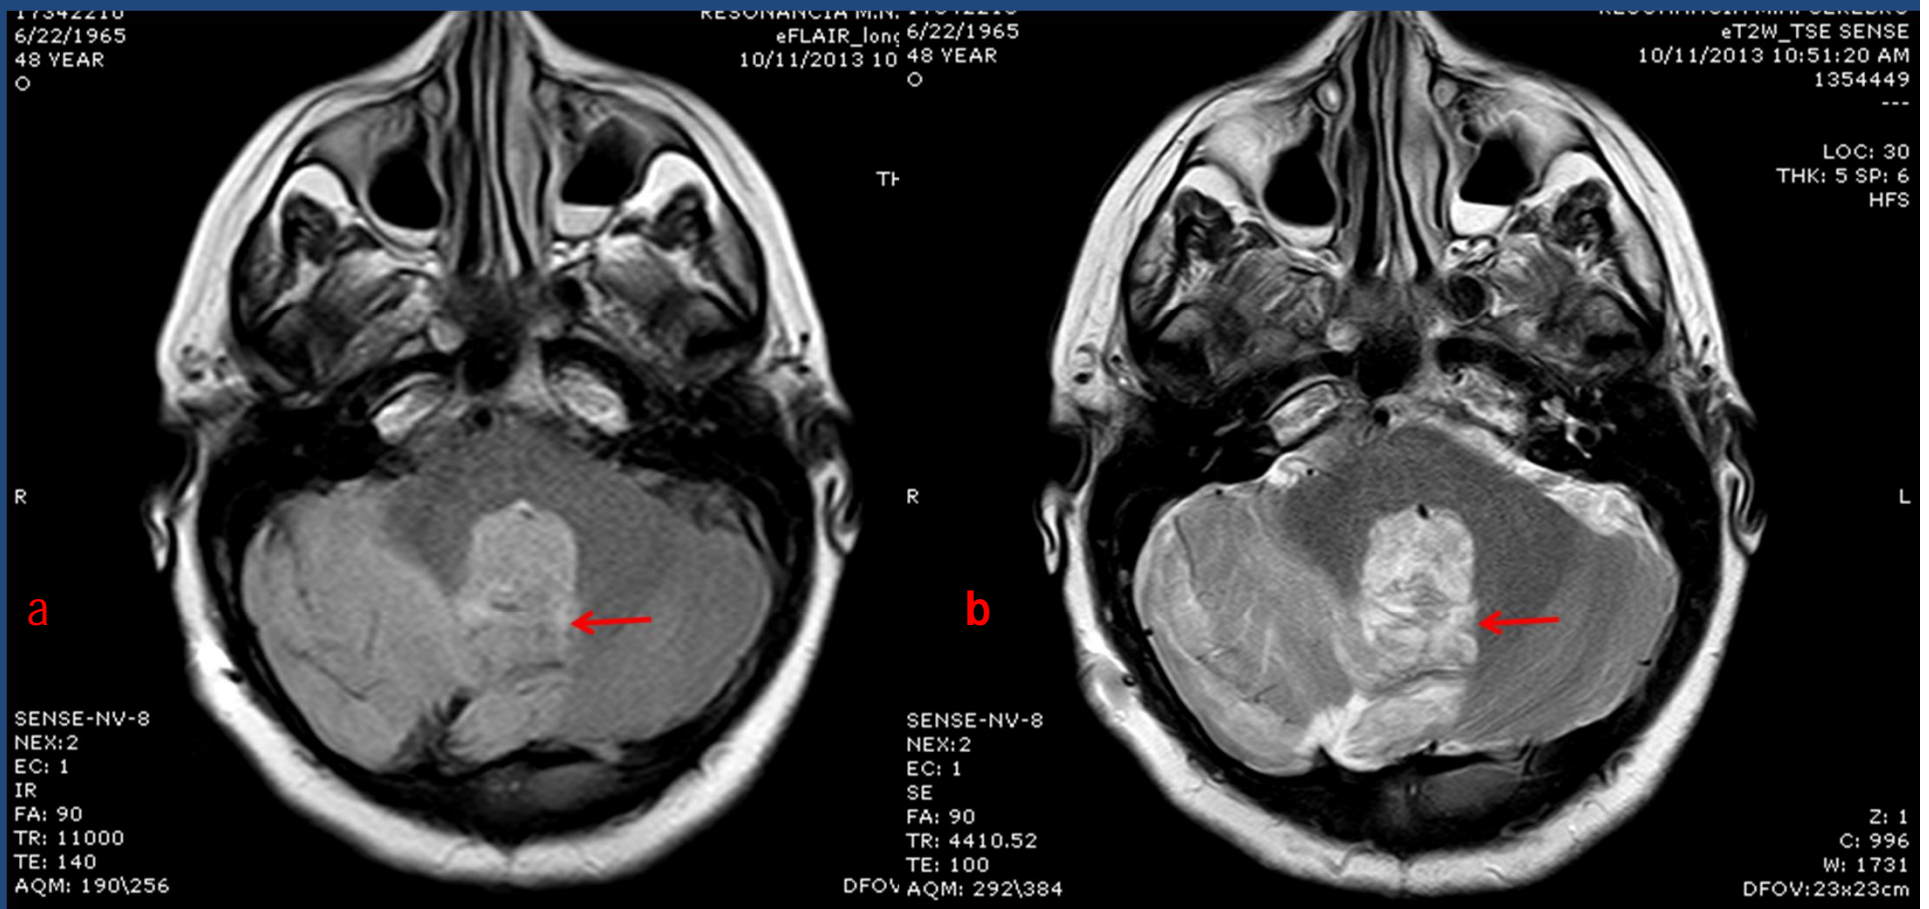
Secuencias de IRM de cerebro sin contraste. a) secuencia FLAIR b) T2
